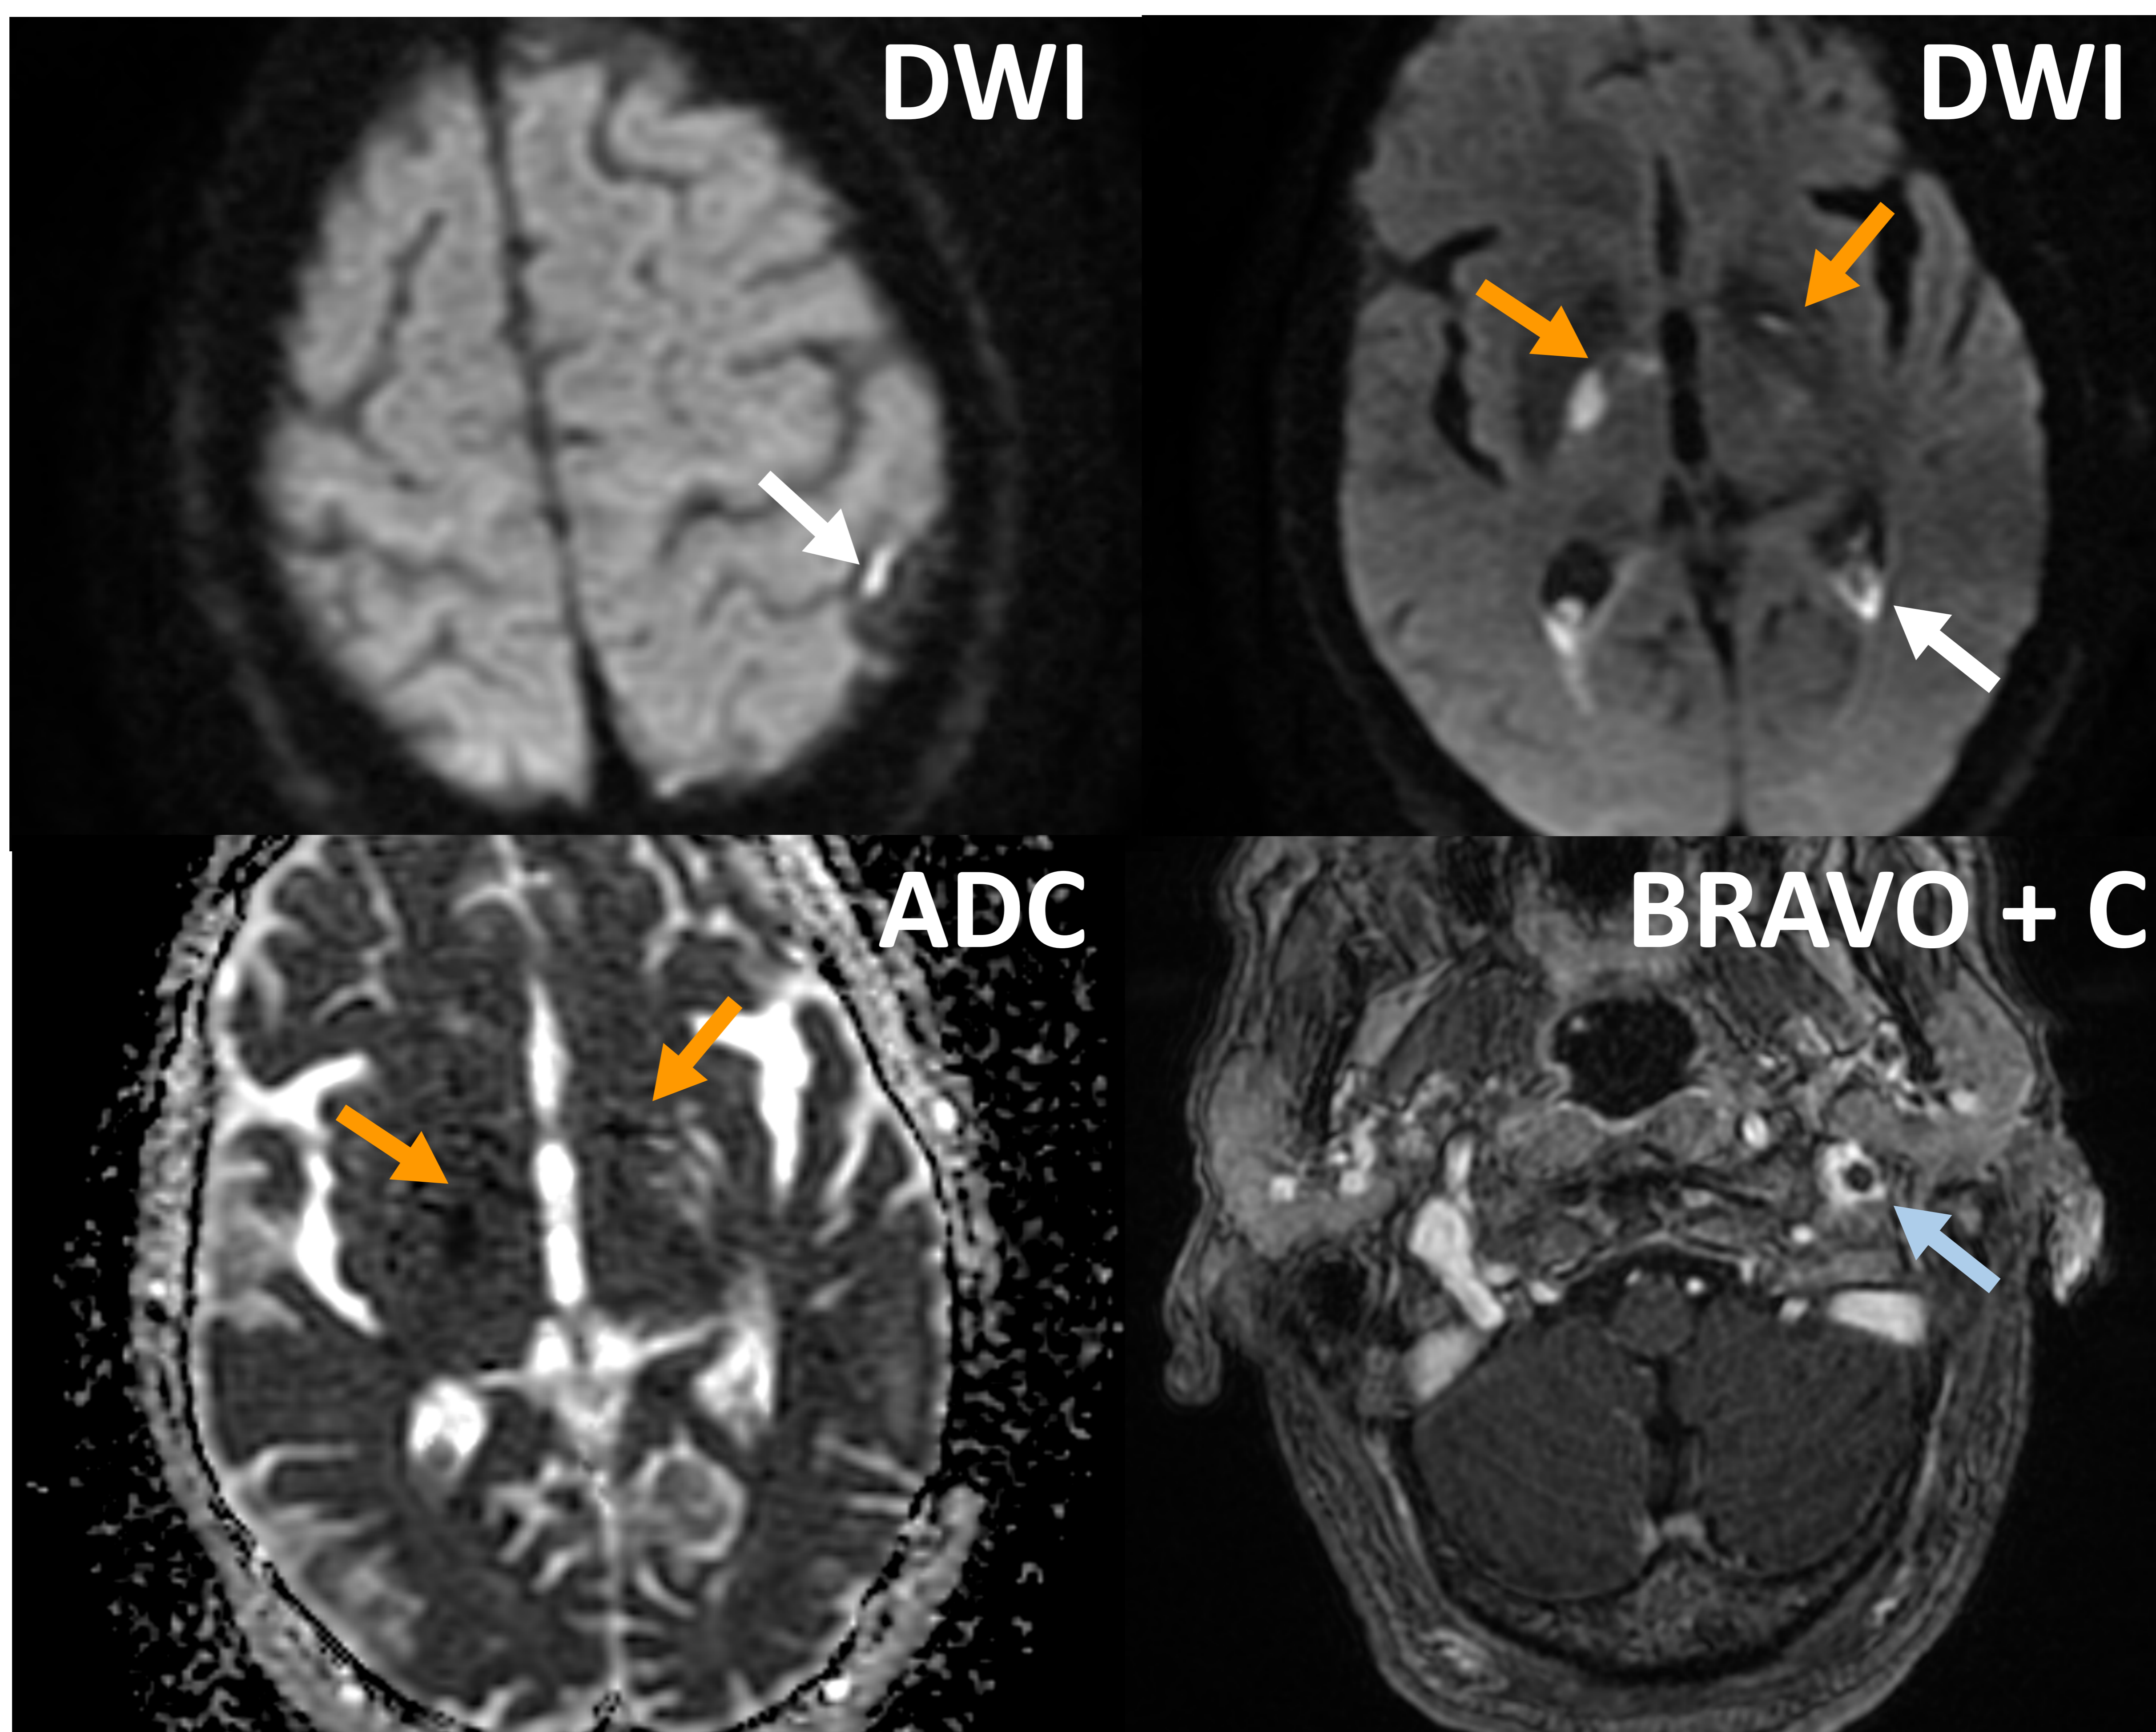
Paciente con meningitis meningocócica con buena evolución clínica y reingreso en la UCI por deterioro del nivel de conciencia. RM con gadolinio. A. y B. Contenido purulento en surcos y ventrículos (flechas blancas). B. y C. Infartos agudos (flechas naranjas) en los territorios de las arterias perforantes de la base, en relación con una vasculopatía retardada. C. Trombosis parcial de la vena yugular (flecha azul).
